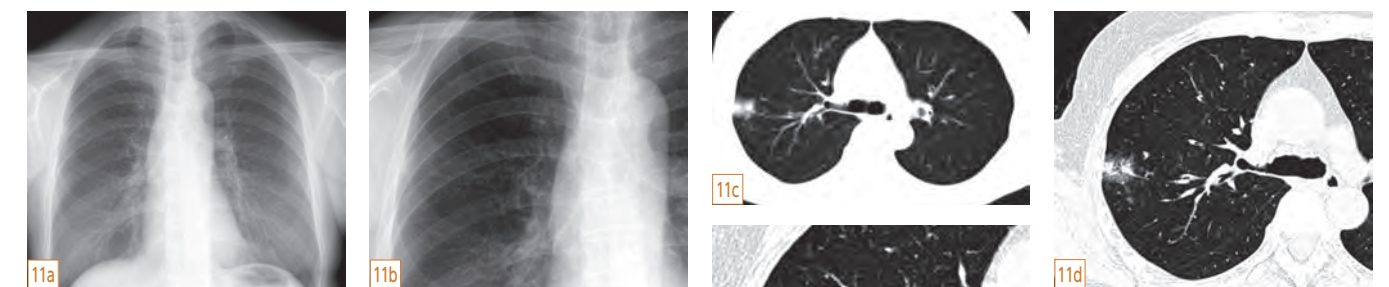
e 右肺上葉S2末梢の径20mm大のpart solid nodule ですが、単純X線写真ではごく淡い陰影が存在するようにも見えますが判然としません。CTでは背景肺の血管が見えない程度の濃い部分があり部分充実型 part solid noduleと判断されます。単純X線写真の限界を示しています。
